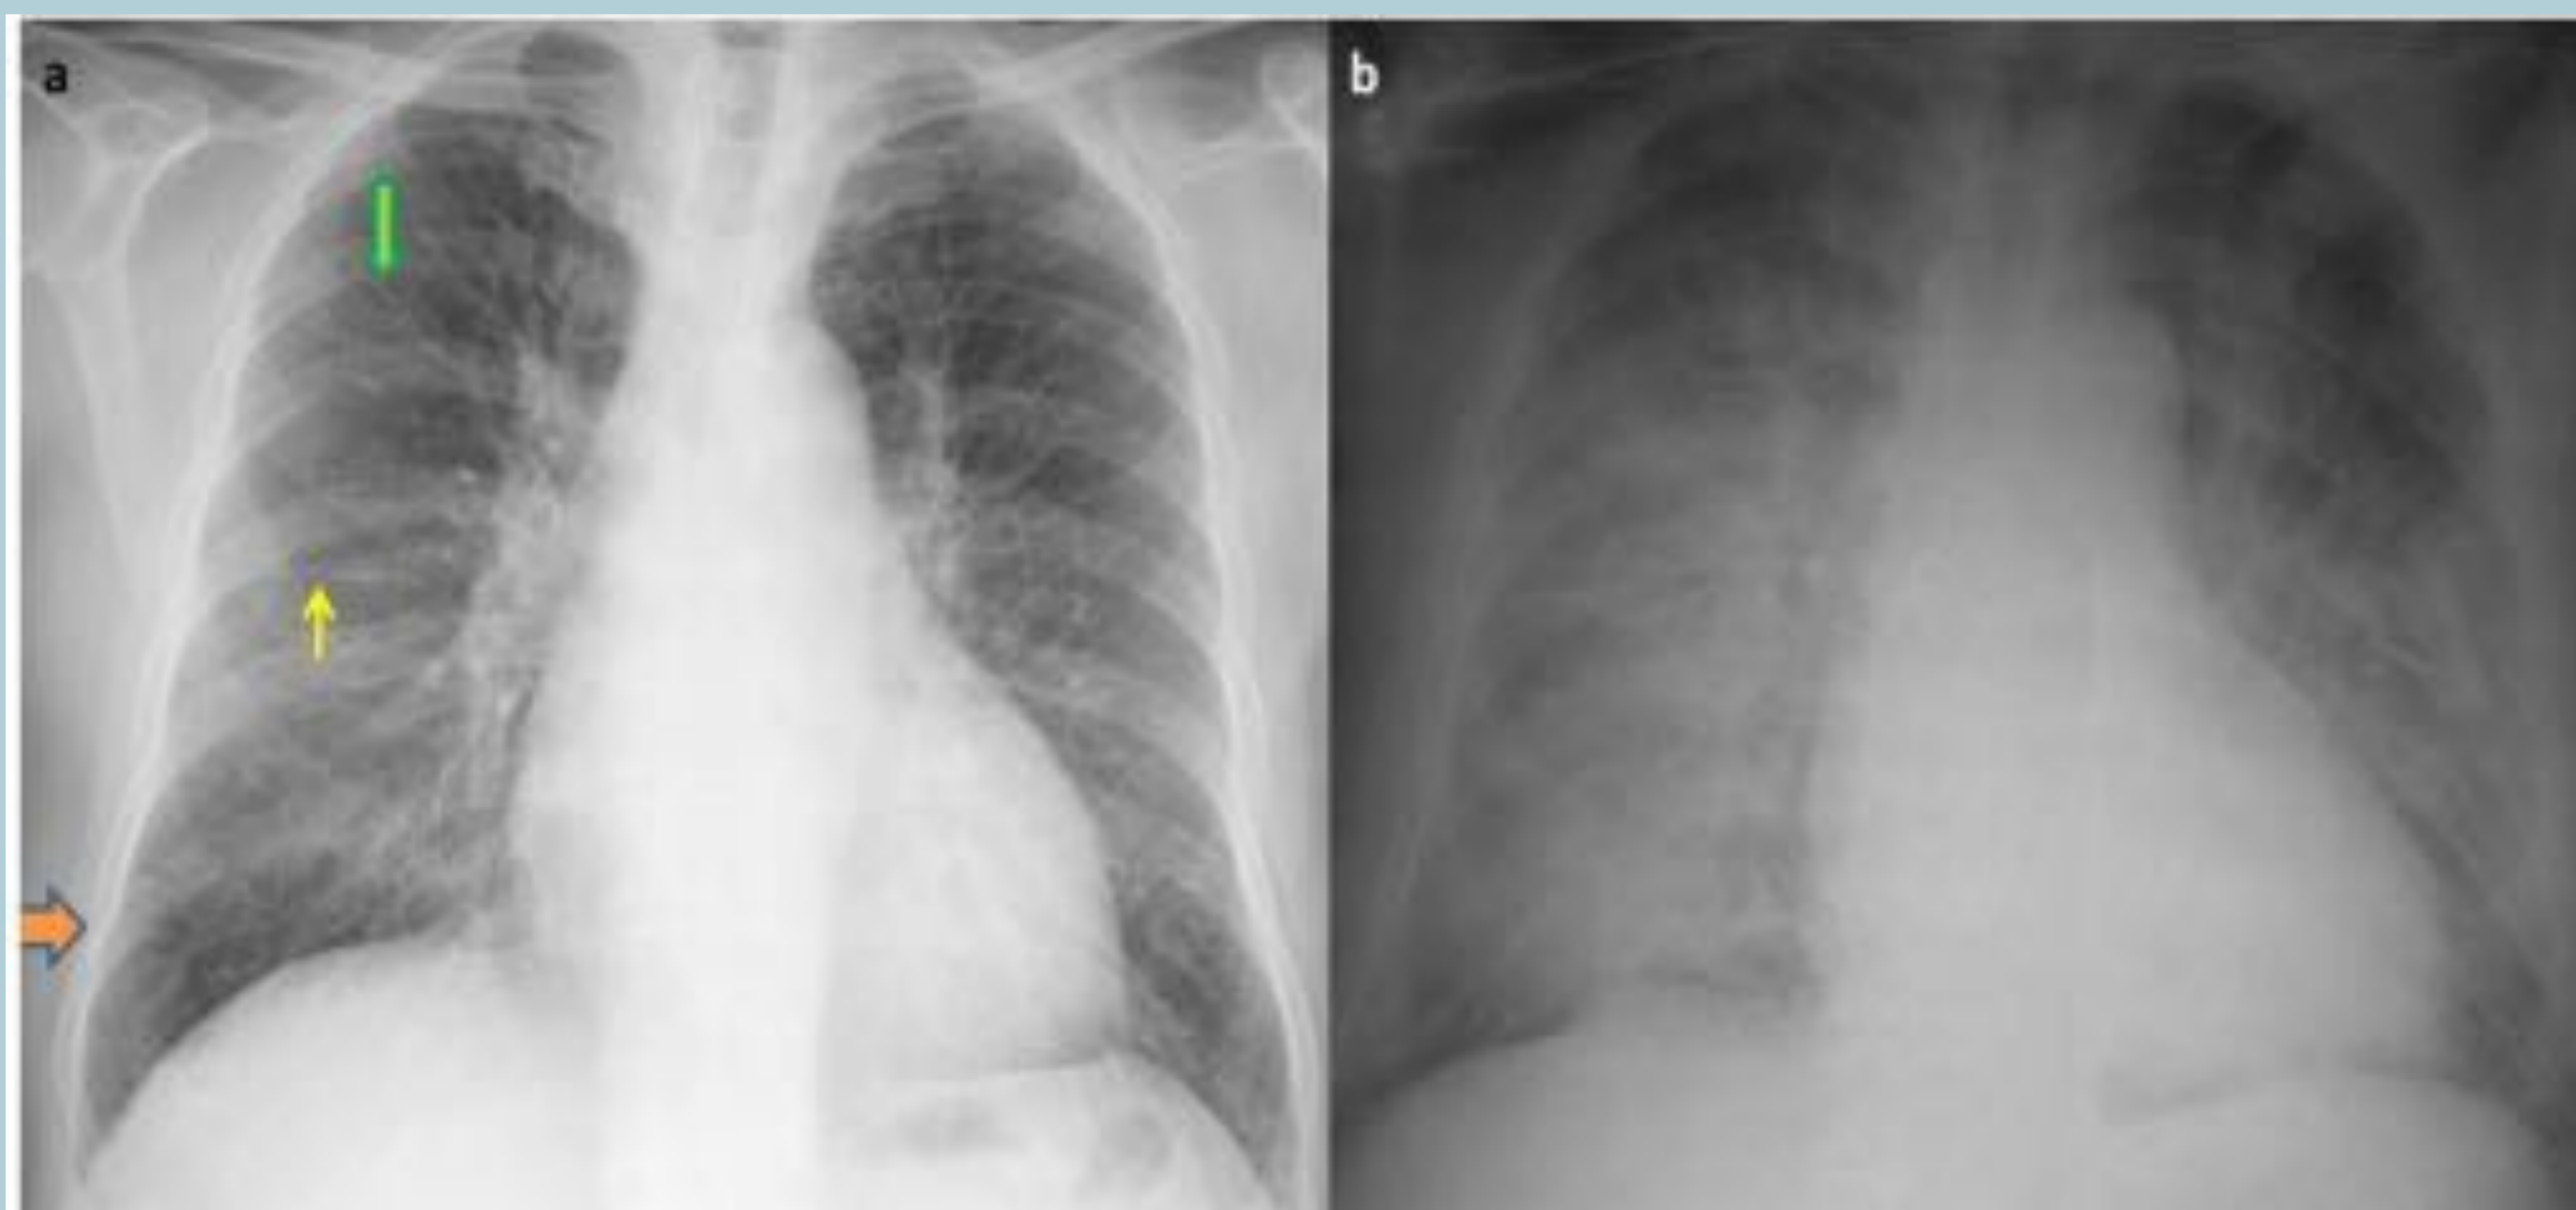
Fig 1a: Radiografía de tórax portátil anteroposterior de un varón de 73 años con miocardiopatía dilatada y clínica de insuficiencia cardiaca congestiva, en la que se observan líneas B de Kerley (flecha naranja), líneas A de Kerley (flecha verde) y edema subpleural (flecha amarilla). Fig 2b: Radiografía de tórax anteroposterior con consolidaciones pulmonares perihiliares debidas a edema alveolar. El paciente había sufrido un infarto masivo de miocardio, por lo que la silueta cardiaca no estaba aumentada de tamaño.
